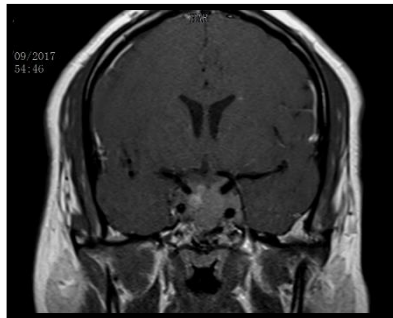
IRM hypophysaire en coupe coronale T1 avec gadolinium montrant une nette diminution de la portion suprasellaire à 3 mois de l'introduction du traitement.
